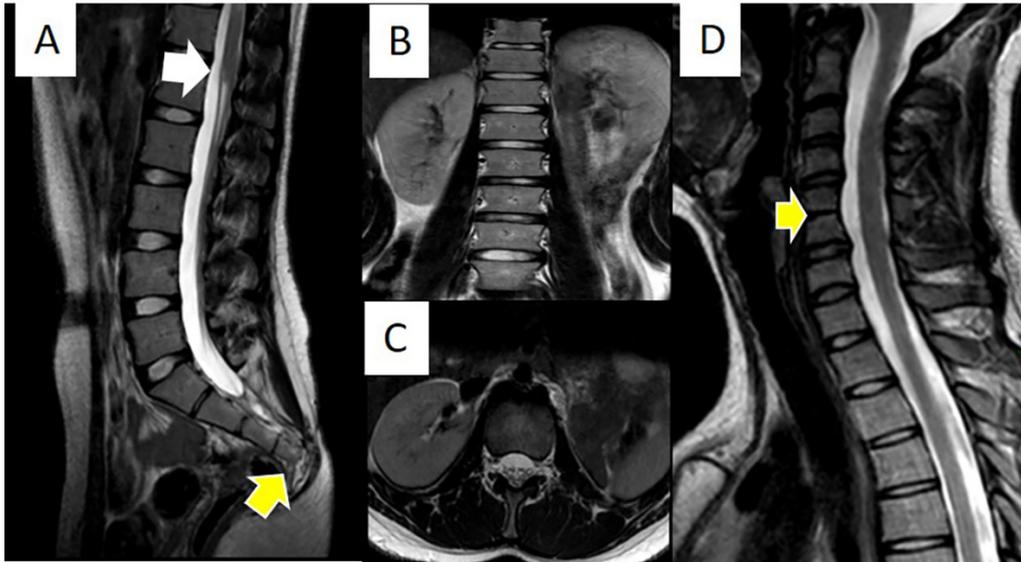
Paciente mujer de 16 años con Síndrome de Regresión Caudal tipo I. (A) Imagen sagital de RM ponderada en T2 muestra terminación abrupta del cordón medular(flecha blanca) y ausencia del cuerpo vertebral de S5 así como de las vertebrae coccígeas(flecha amarilla). (B)(C)Imagen axial y coronal T2 muestra ausencia del riñón izquierdo en la fosa lumbar.(D) Imagen de RM en plano sagital T2 de la misma paciente muestra bloque vertebral C5-C6.
